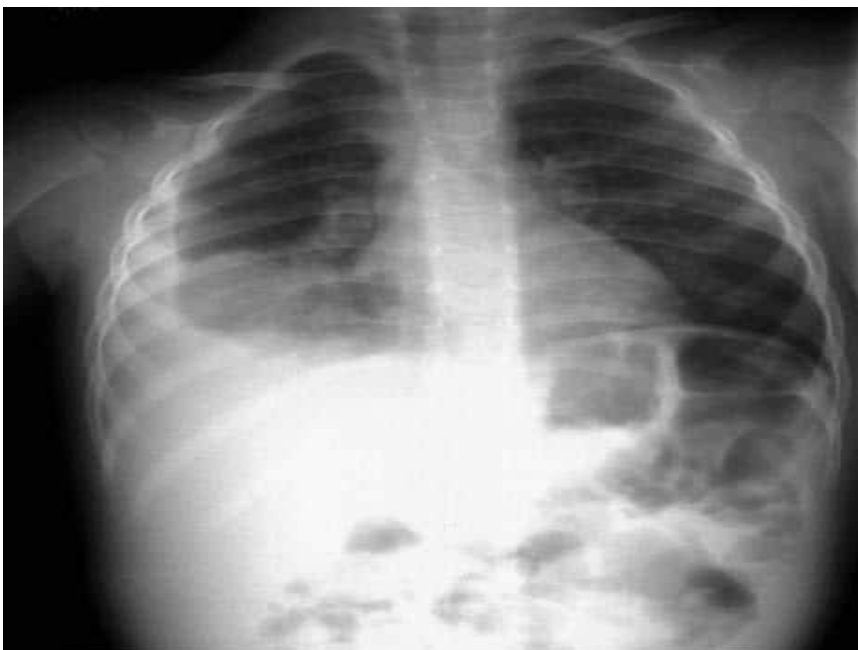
Radiografía de un paciente con neumonía bacteriana (mismo paciente que en la imagen anterior) unos días después. Esta radiografía revela la progresión de la neumonía hacia el lóbulo medio derecho y el desarrollo de un gran derrame pleural paraneumónico.
